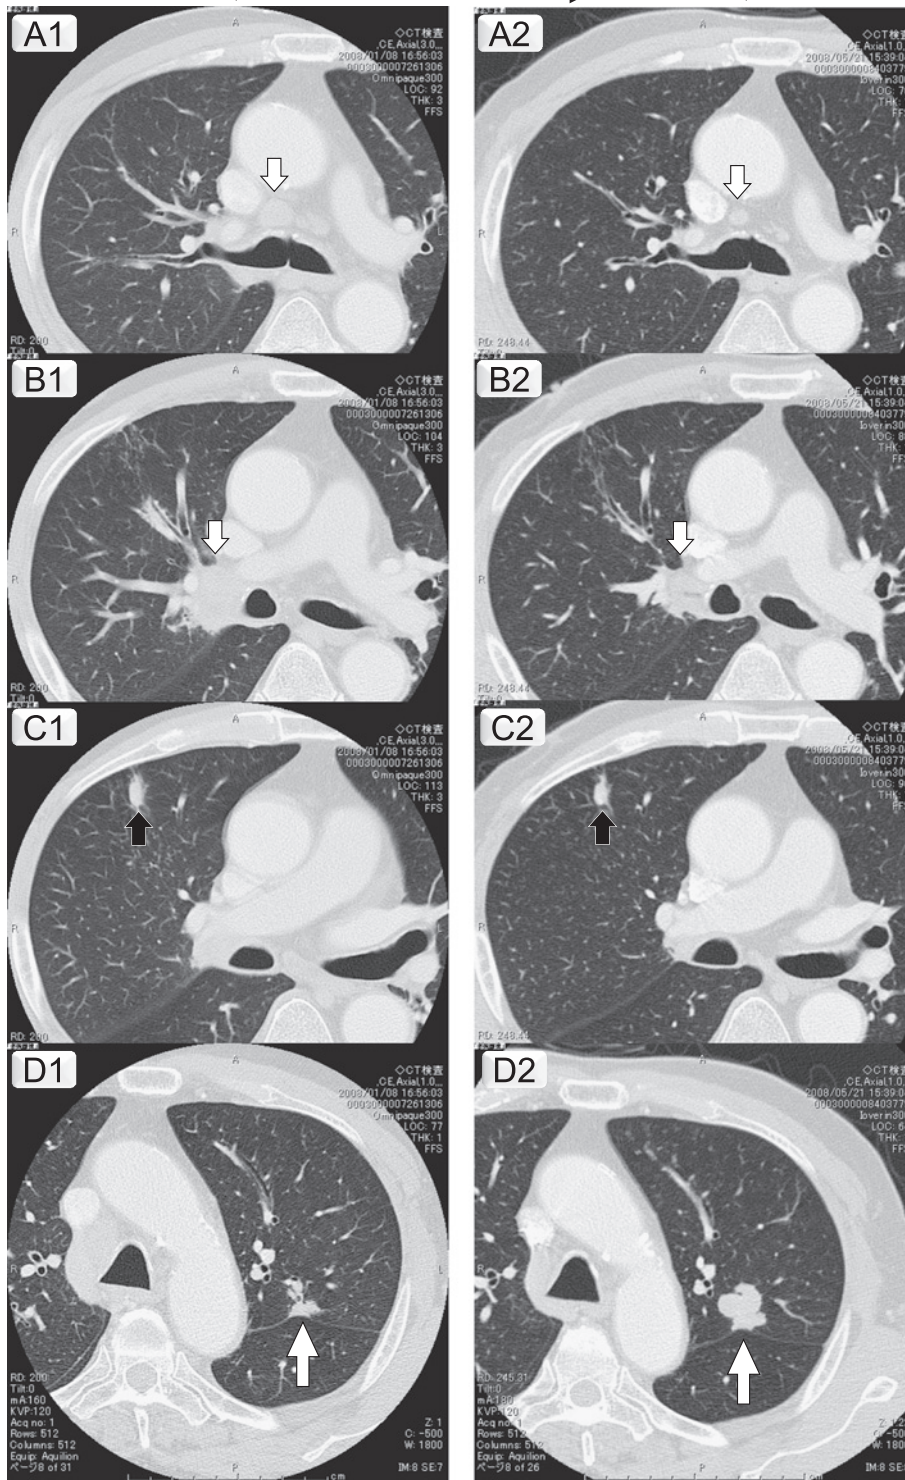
Chest CT film before antituberculosis treatment (A1-D1) and after antituberculosis treatment (A2-D2). Enlarged lymph nodes (short white arrows) reduced in size remarkably (A1-A2, B1-B2), but the nodule of left upper lobe (long white arrows) increased rapidly (D1-D2). There was no remarkable change in size of the nodule of right upper lobe (black arrows) (C1-C2).
